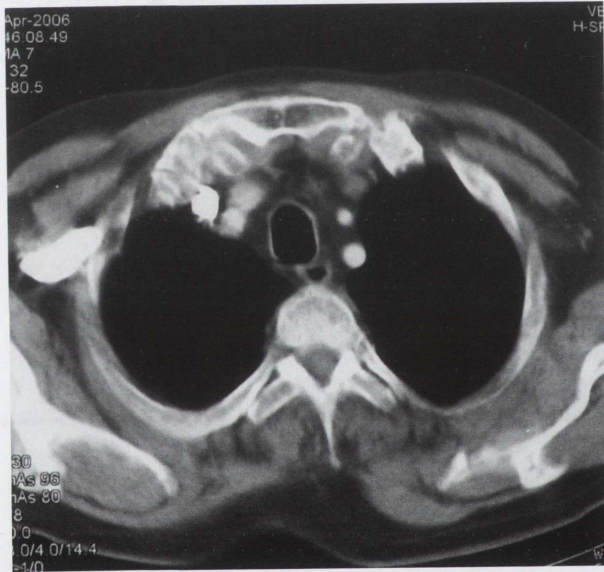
43 yaşında kadın hastanın BT kesiti.
